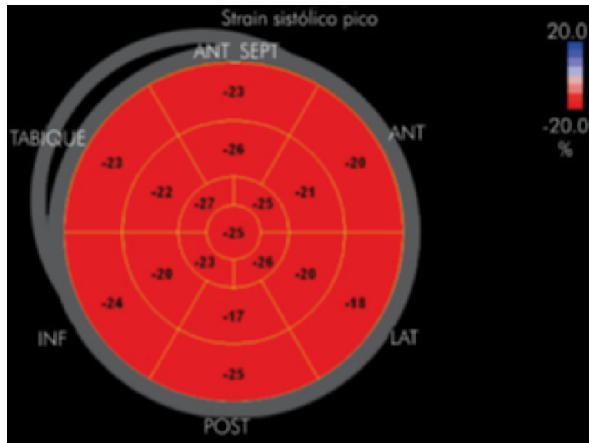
Deformación sistólica pico en una imagen de ojo de buey obtenida por ecocardiografía con técnica de speckle tracking cuatro meses después. Se observa recuperación de los segmentos afectados inicialmente (ver figura 1).
